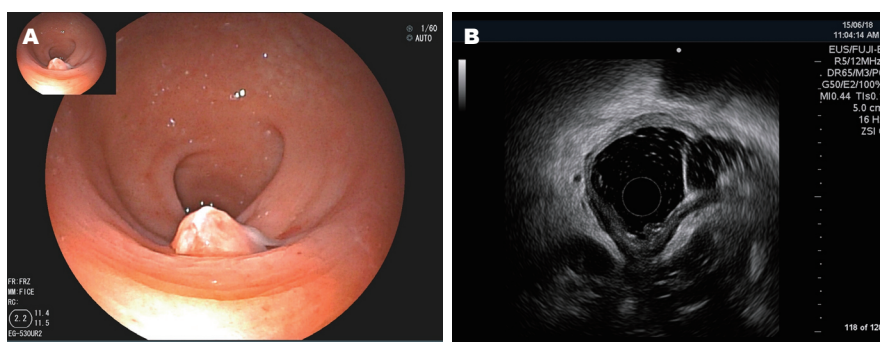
半月后复查内镜. A: 原隆起型溃疡被肉芽组织取代; B: 超声内镜显示肠壁层次仍不连续, 肌层回声变均匀.
